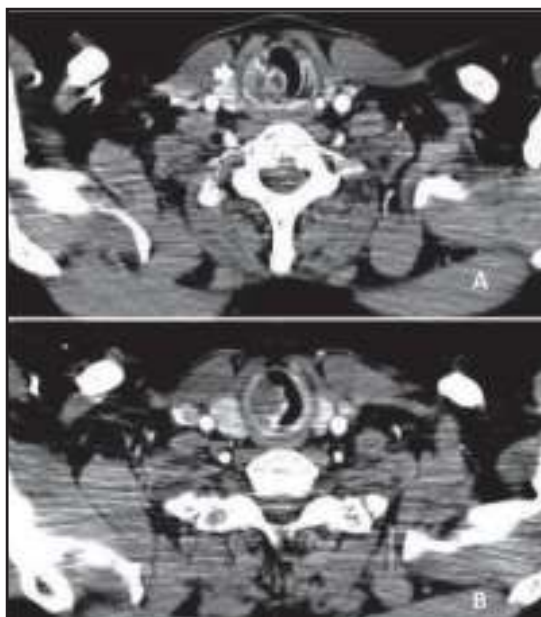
TAC de cuello que muestra tumoración subglótica con calcificaciones en su interior que infiltra el cartílago cricoideo adyacente (punta de flecha), con disminución de la luz traqueal.
